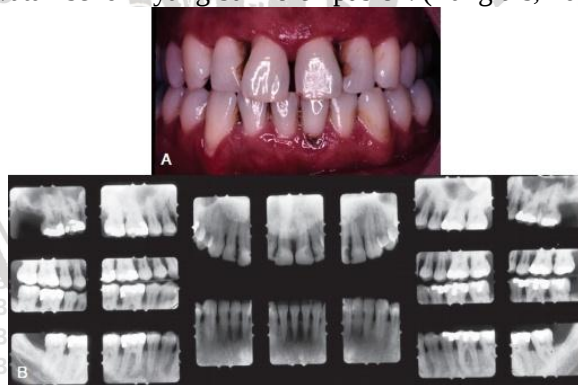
gingivitis akibat plak menggambarkan peradangan marjinal dan papiler, probing dengan kedalaman 1 sampai 4 mm dan tidak kehilangan perlekatan, kecuali resesi pada gigi 28. B, gambar radiografi pasien. (sumber: Newman, 2015)
